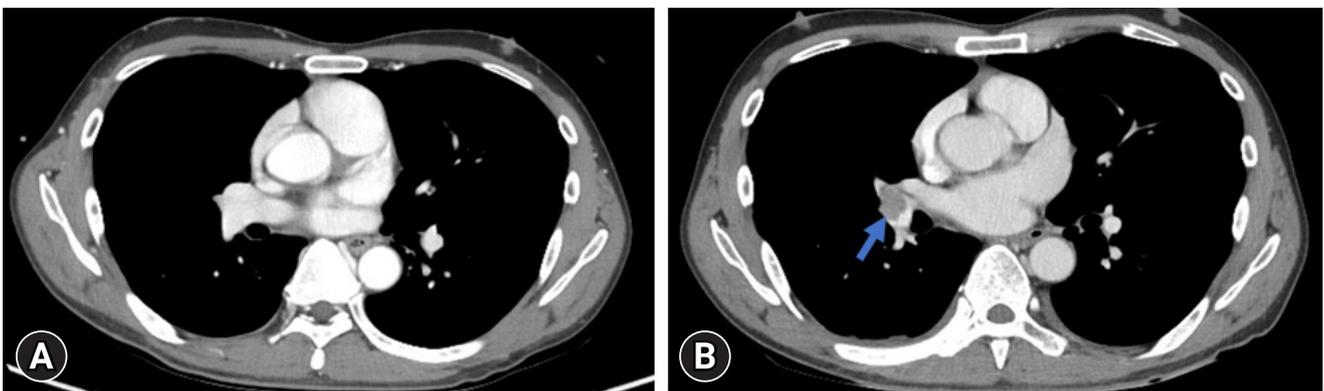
(A) Chest computed tomography (CT) at admission. (B) Chest CT performed after the patient complained of abdominal pain on day 8 of admission, showing pulmonary thromboembolism in the main pulmonary artery (arrow).
